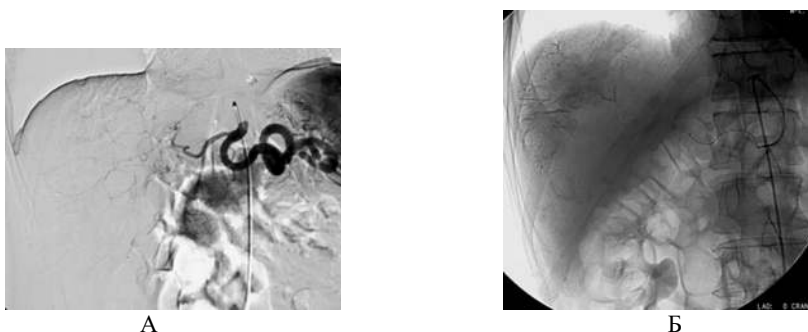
Рентгенограммы пациента с метастазами злокачественного карциноида желудка в печень. А – при целиакографии визуализируется «высокий» чревный ствол. Собственная печеночная артерия истончена и извита, катетеризация ее стандартным катетером технически неосуществима. Б – выполнена МХЭПА собственной печеночной артерии через микрокатетер (белая стрелка). При обзорной рентгенографии определяется плотное накопление химиэмболизата в опухолевых узлах до портального рисунка (стрелки)
